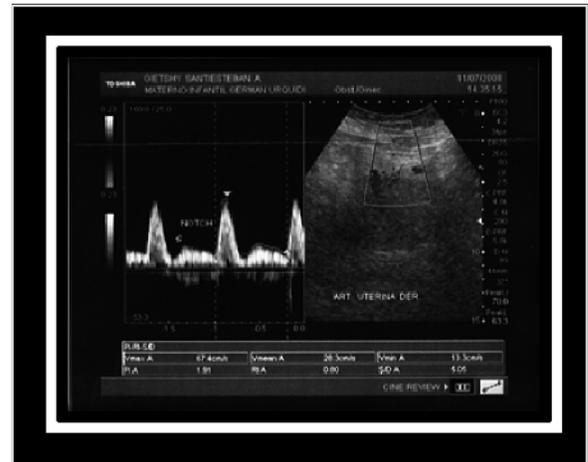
Ecografía Doppler de arterias uterinas derecha e izquierda
